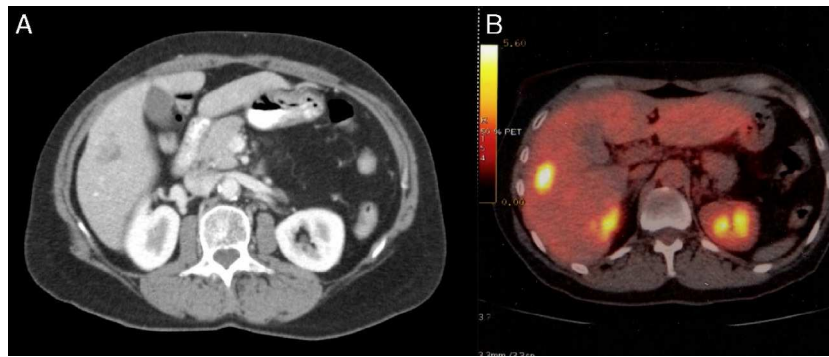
A) TAC preoperatorio; B) PET preoperatorio.
